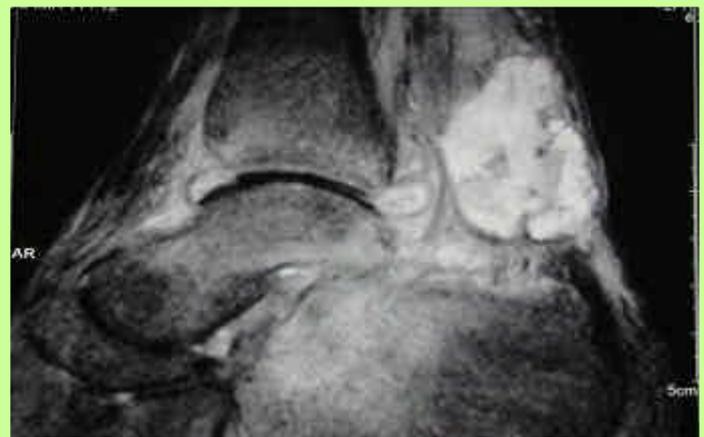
IRM de la cheville
